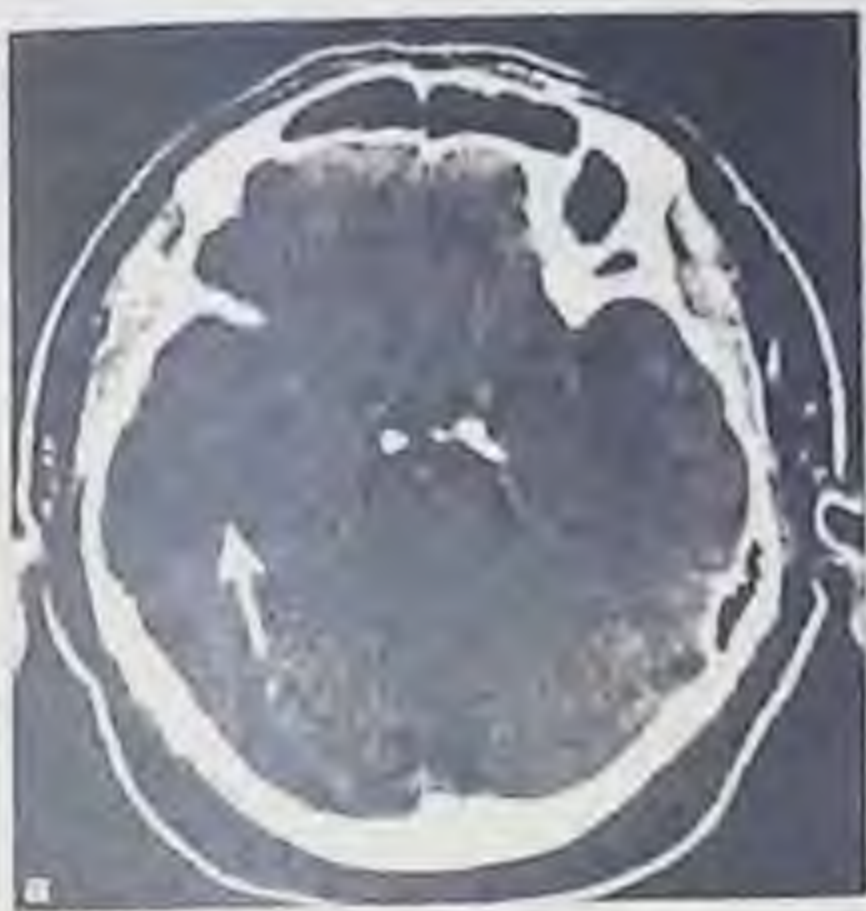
Компьютерные томограммы головного мозга с прямым признаком опухоли — наличие патологического образования с изменением плотности (неизменная — а; пониженная — б; повышенная — в) — стрелки
